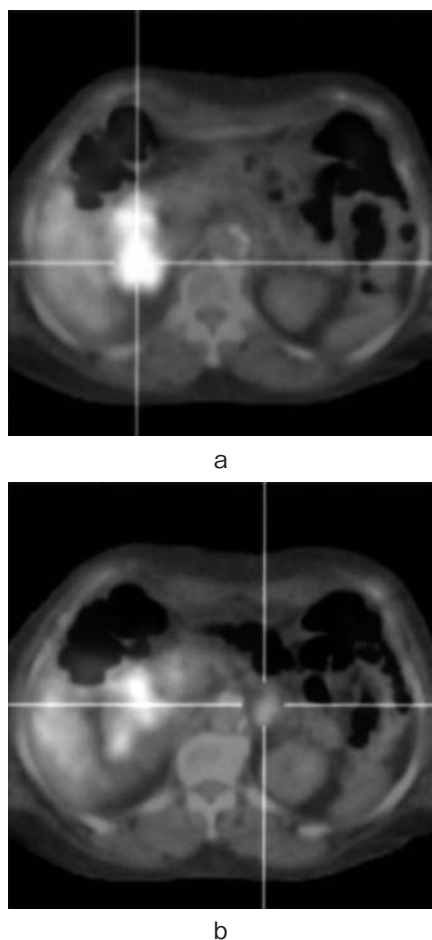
FDG-PET showed masses in the adrenal area. Strong accumulation of FDG was found on PET (a: right (SUV max 6.2), b: left (SUV max 3.1)).
